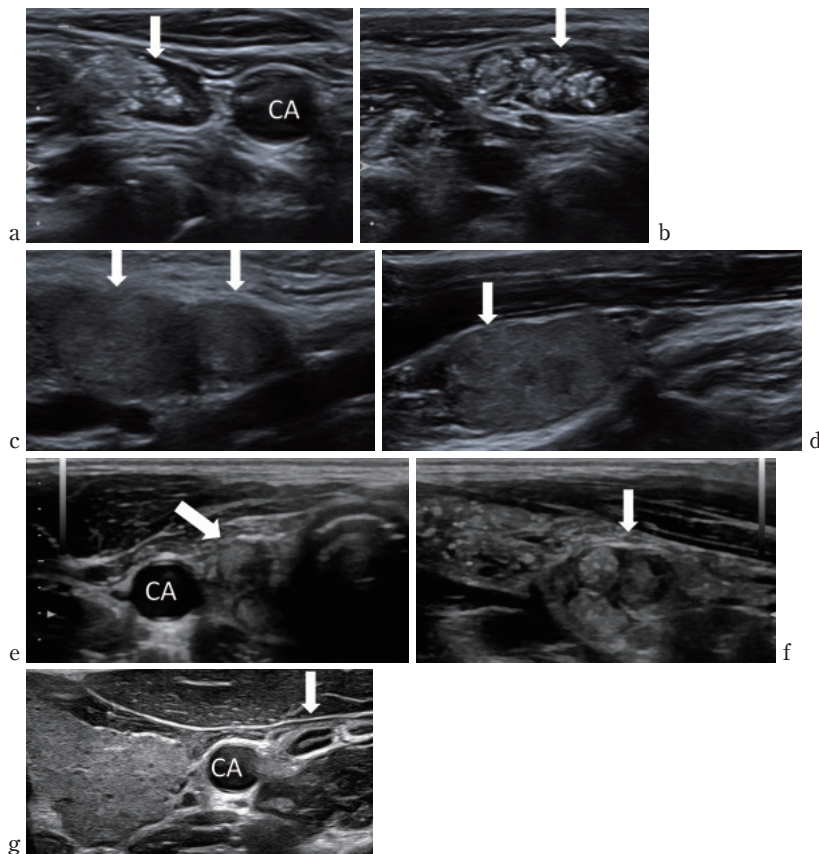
a: リンパ節転移(乳頭癌). Bモード横断像および縦断像(b). 右下内深頸リンパ節(VI) (矢印) 総頸動脈(CA)外側に扁平だが腫大し, 内部エコーを認め, 微細高エコー多発も認める. リンパ門構造は認められない. 19.6×7.0mm. 12歳, 男性.
